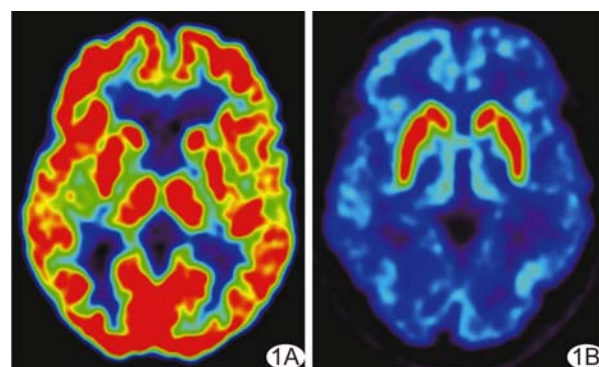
男,55 岁,健康志愿者 A. ^{18}F -FDG PET 示大脑皮层及基底核、丘脑放射性分布对称; B. ^{18}F -FP-DTBZ PET 示双侧尾状核及壳核放射性分布对称
